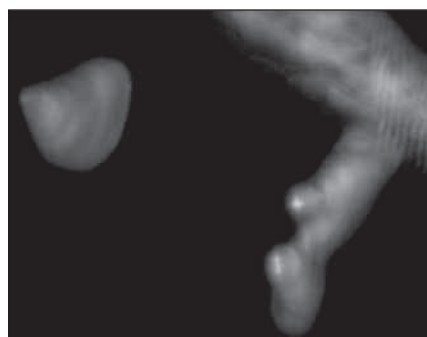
Vizualizarea orificiilor apicale ale canalelor radiculare (CBCT reconstrucție tridimensională)
